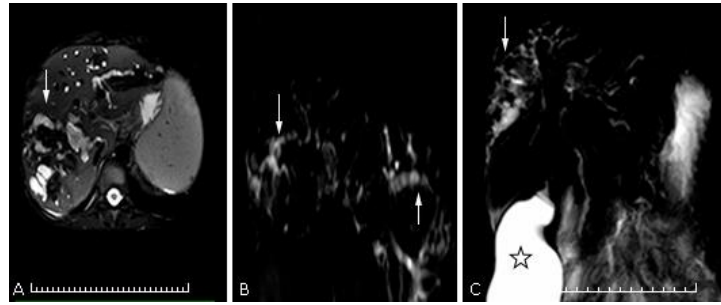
Colangiopancreatografía por resonancia magnética con contraste jugo de piña.
